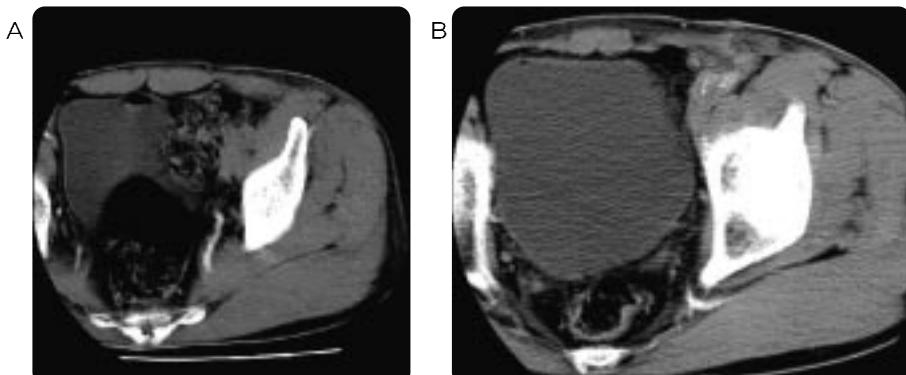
A, B. Contrast enhanced CT scan shows the persistent sciatic artery in the greater sciatic foramen originating from the internal iliac artery.
